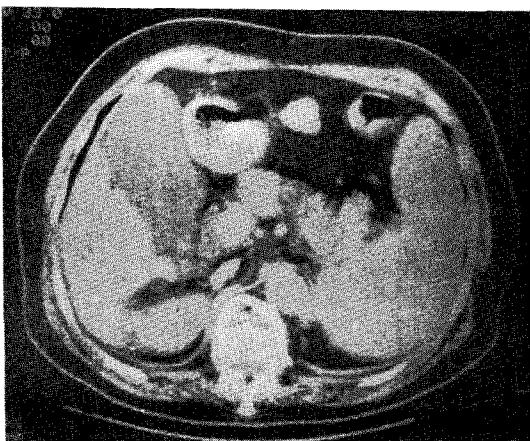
Computed tomography of the abdomen reveals lobulation of medial margin of right lobe of the liver with contraction, and splenomegaly. There is no ascites.
